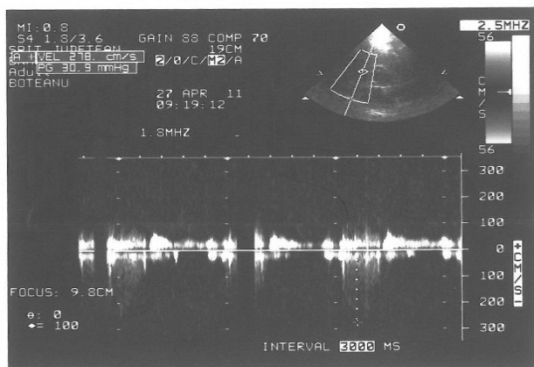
Ecocardiografie transtoracică
